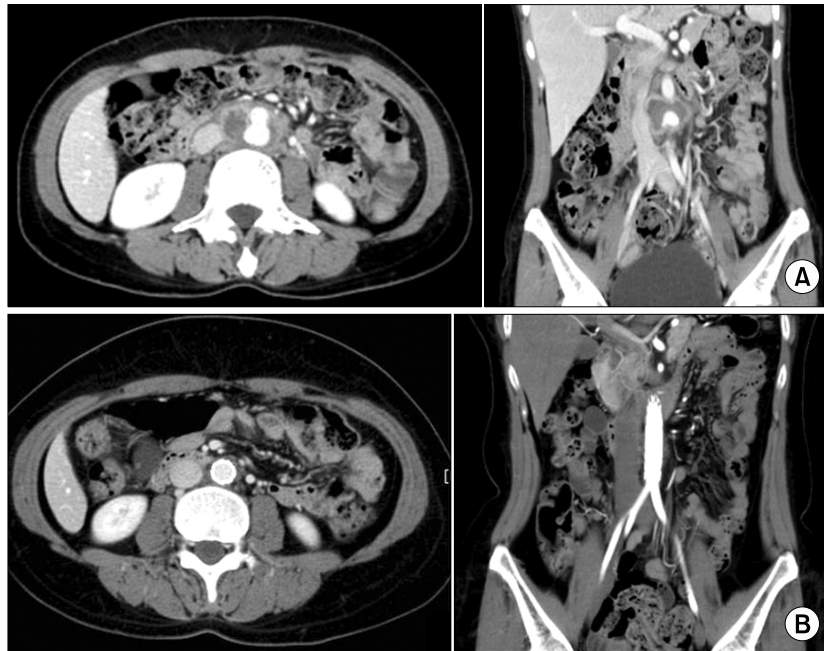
The abdominal CT: (A) On admission, a 4×2.5×3 cm sized, abdominal pseudoaneurysm was seen at the infra abdominal aorta. (B) The abdominal pseudoaneurysm disappeared 27 months later.
